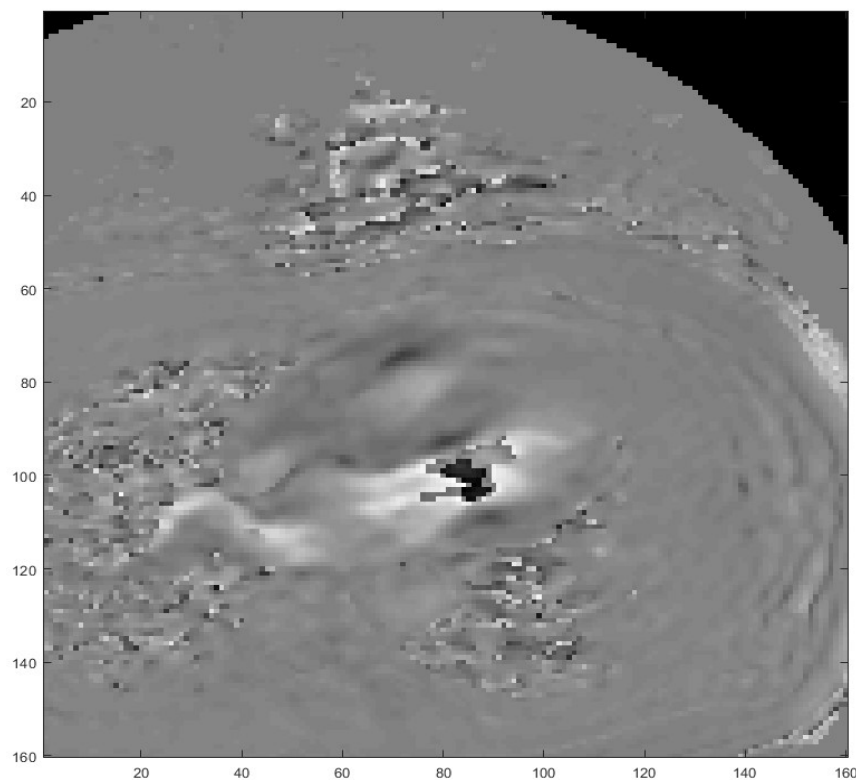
Imagen de Contraste de Fase de Resonancia Magnética en sístole con *aliasing* presente.
